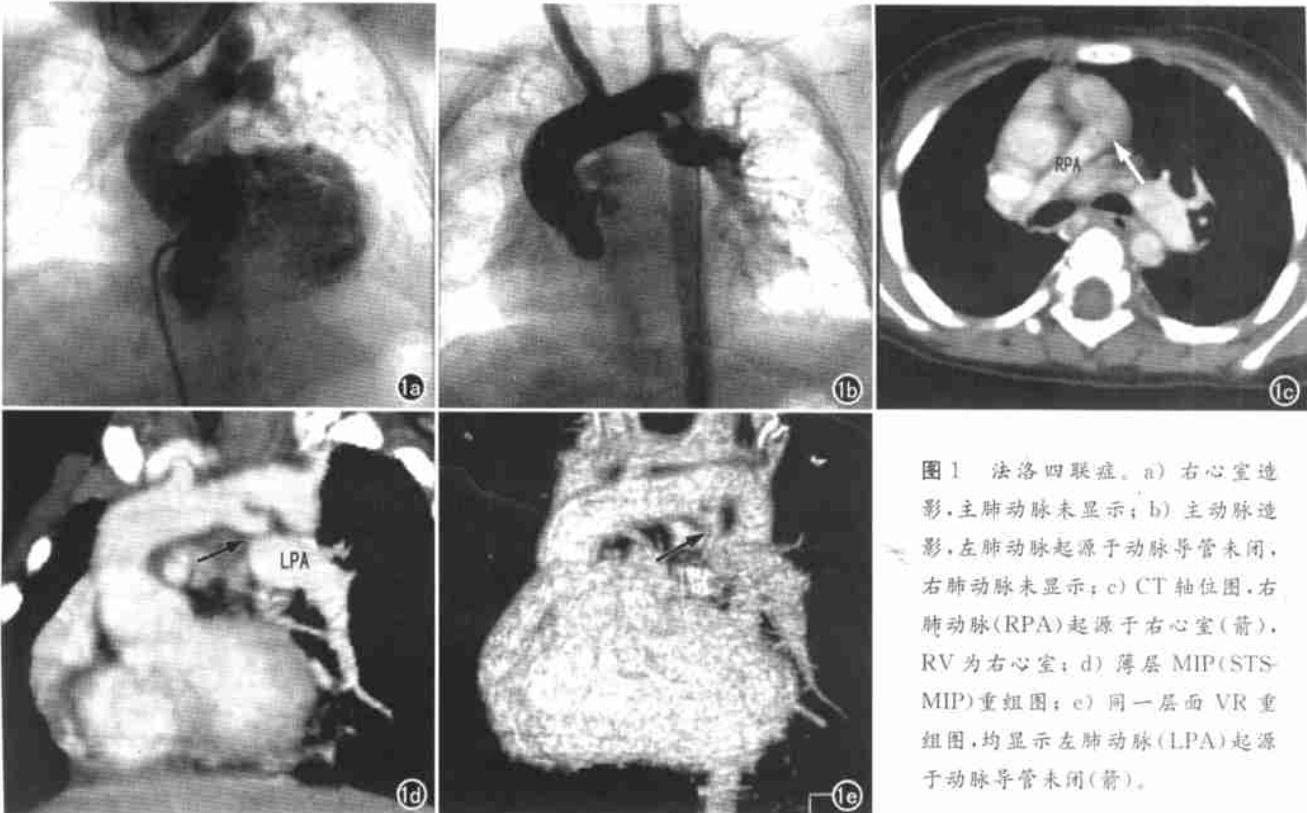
法洛四联症。a) 右心室造影, 主肺动脉未显示; b) 主动脉造影, 左肺动脉起源于动脉导管未闭, 右肺动脉未显示; c) CT 轴位图, 右肺动脉(RPA)起源于右心室(箭), RV 为右心室; d) 薄层 MIP(STSMIP)重组图; e) 同一层面 VR 重组图, 均显示左肺动脉(LPA)起源于动脉导管未闭(箭)。
